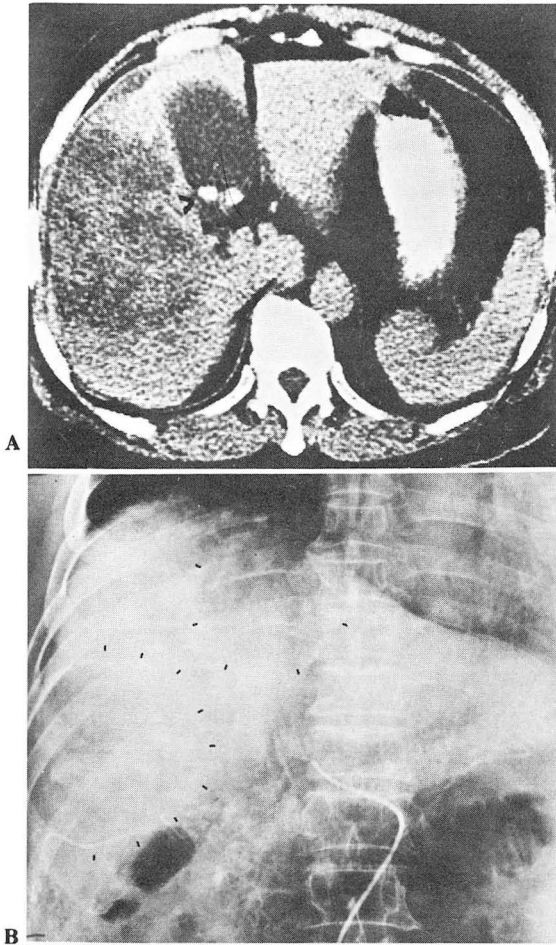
A. Post-contrast CT: Inhomogeneous low density mass, both lobe of liver.
